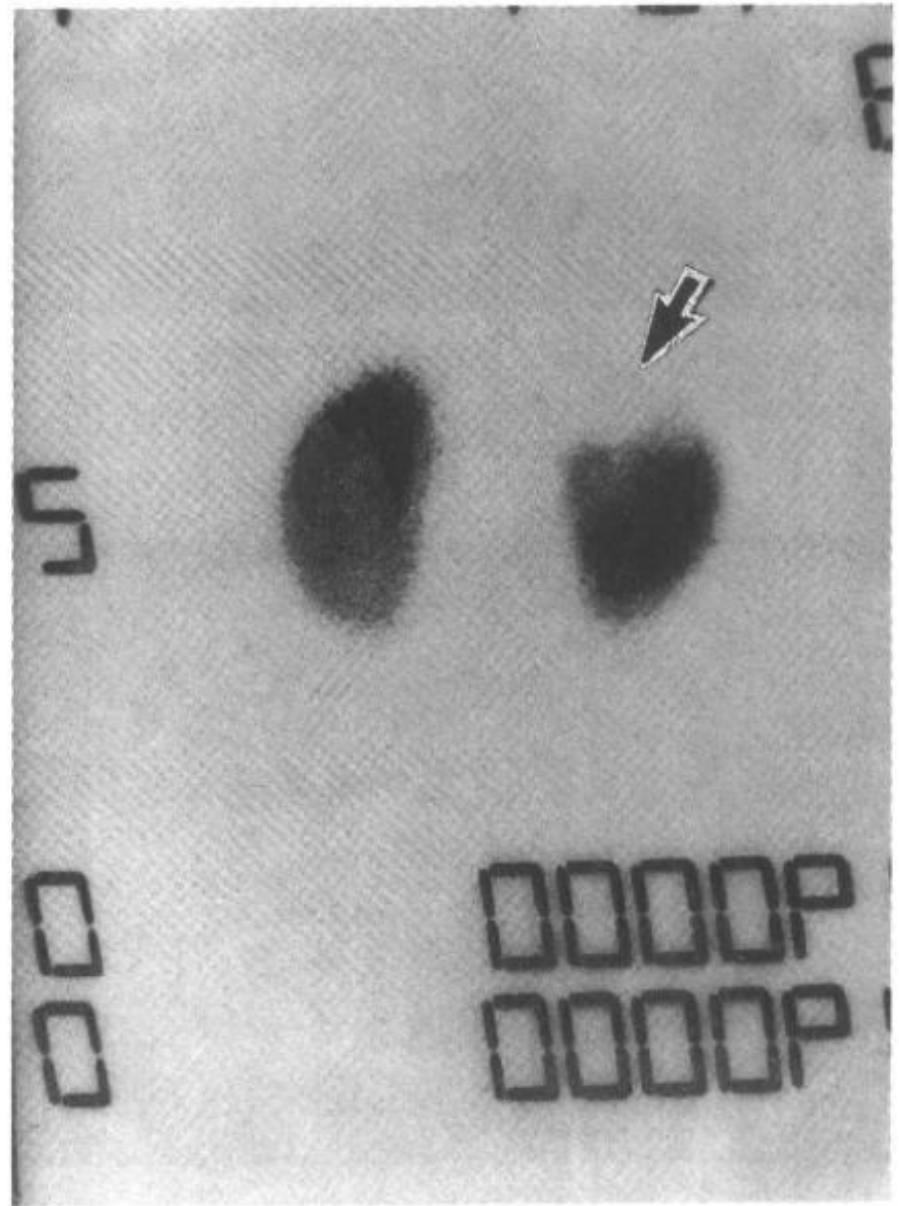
8—4 SPECT 示左肾上极占位性病变
